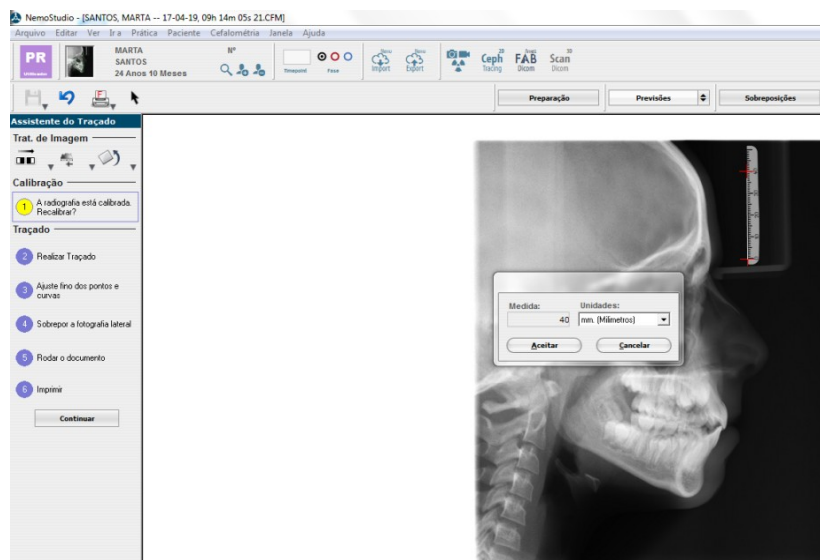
Calibração das telerradiografias
